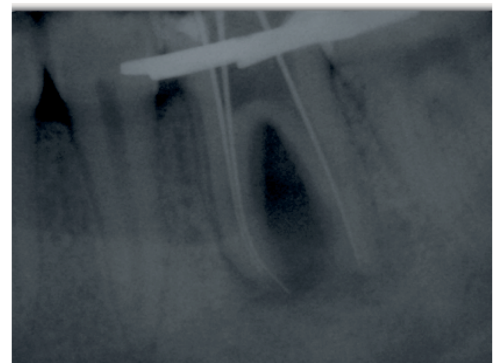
Working lengths radiograph / Radiographie montrant la longueur de travail.
